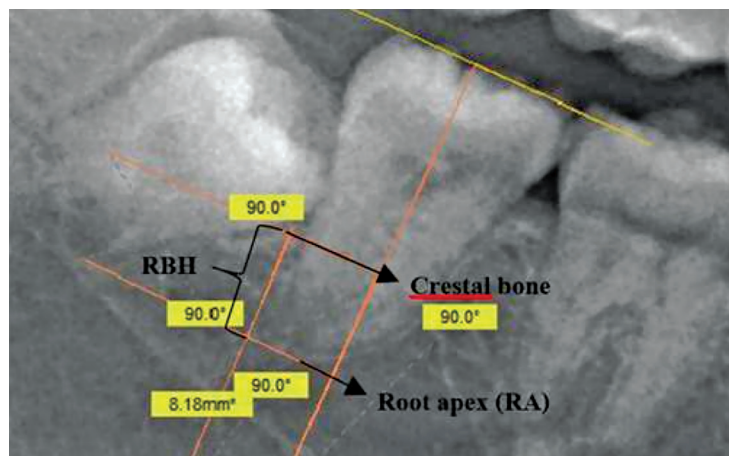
Panoramic radiograph show reference point for measure distal bone second mandibular molar after surgical removal impacted mandibular third molar. CEJ = cemento enamel junction, RA = radiographic apex of the distal root of the second molar, RBH = radiographic bone height, RID = radiographic infrabony defect
